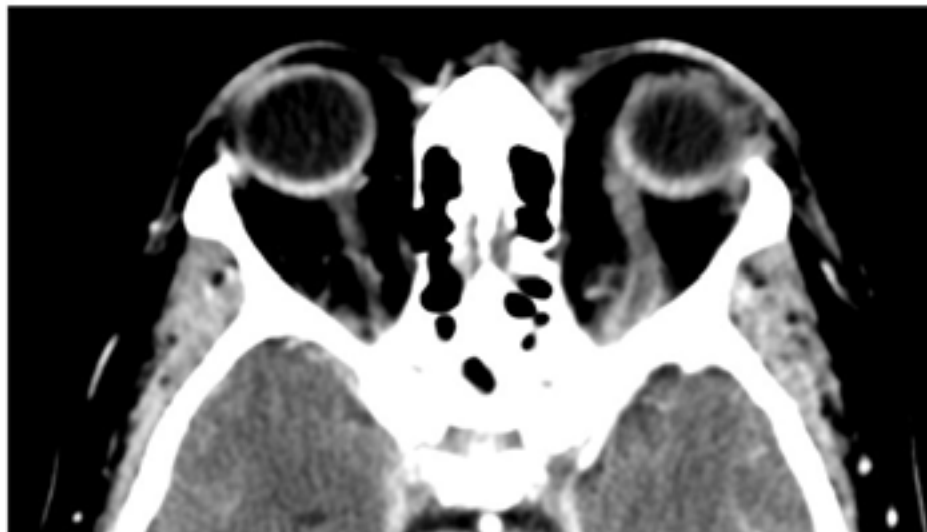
TC de órbita con contraste. Imagen tubular serpiginosa que discurre en dirección anteroposterior desde el ápex orbitario, correspondiente con la vena oftálmica superior izquierda engrosada con pared hipercaptante, que sugiere trombosis de dicha estructura.
